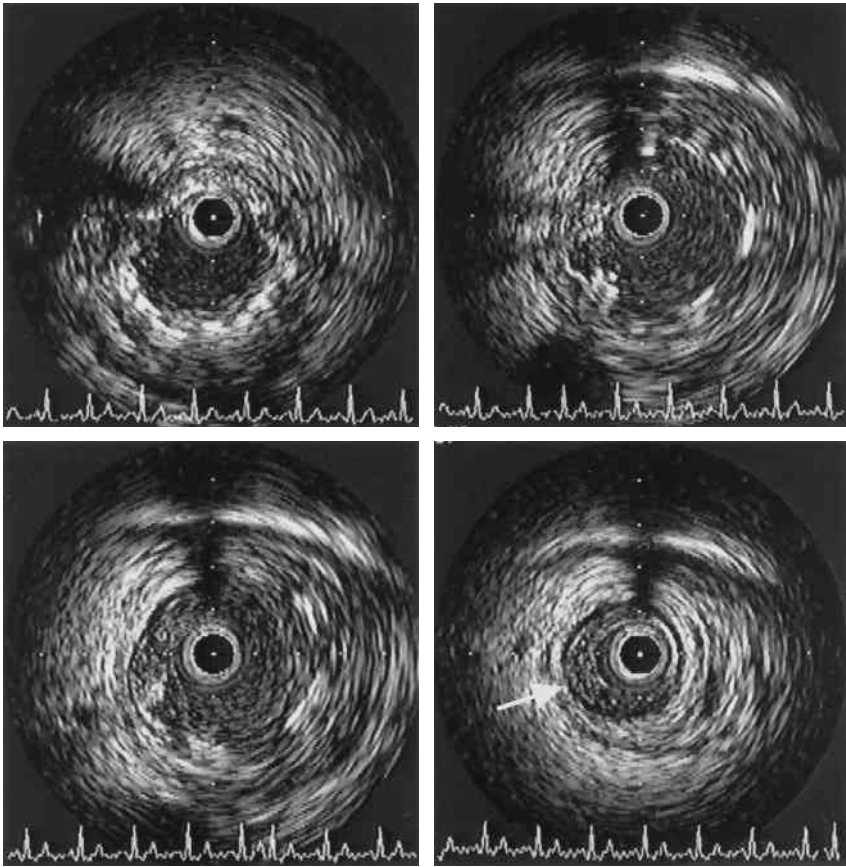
Intravascular ultrasound(IVUS) after PTCA
